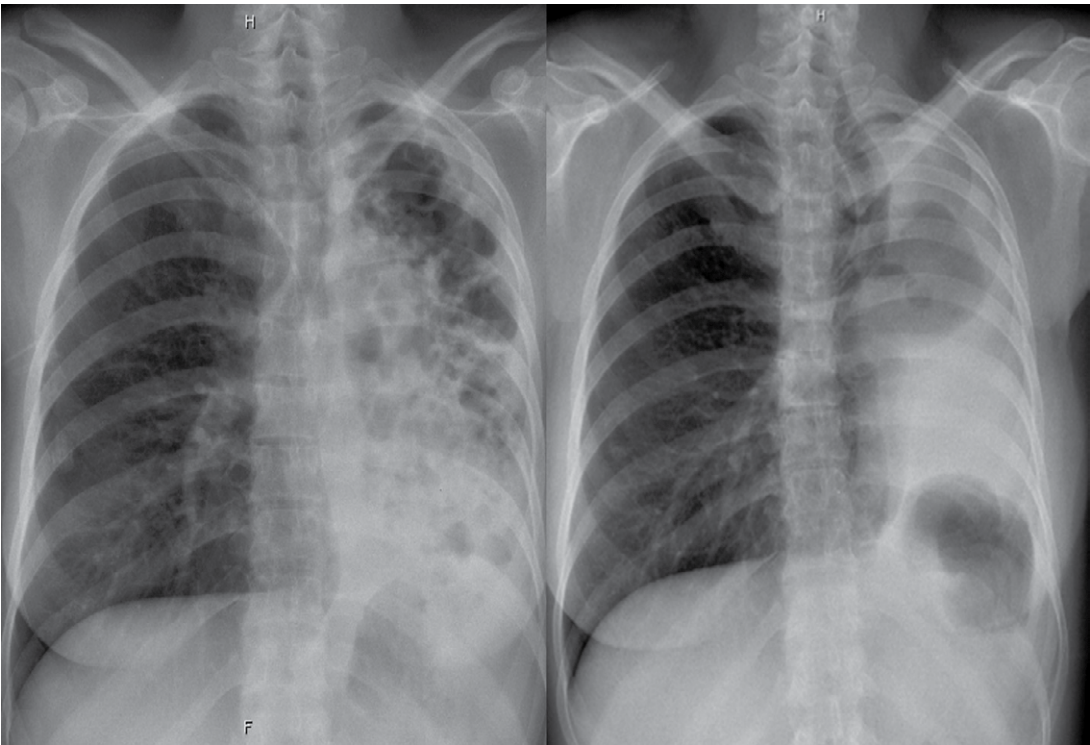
Radiografias pré e pós-tratamento de um paciente com tuberculose multirresistente, mostrando sequelas no lado esquerdo.
